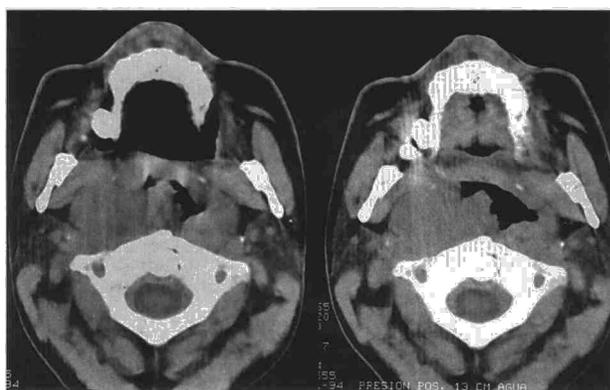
Imágenes de la TAC cervical en las que se aprecian una masa linfomatosa prevertebral reduciendo el área de la VAS (izqda.) y el mismo corte con presión positiva de 13 cmH<sub>2</sub>O, demostrando el aumento significativo del área (dcha.).
